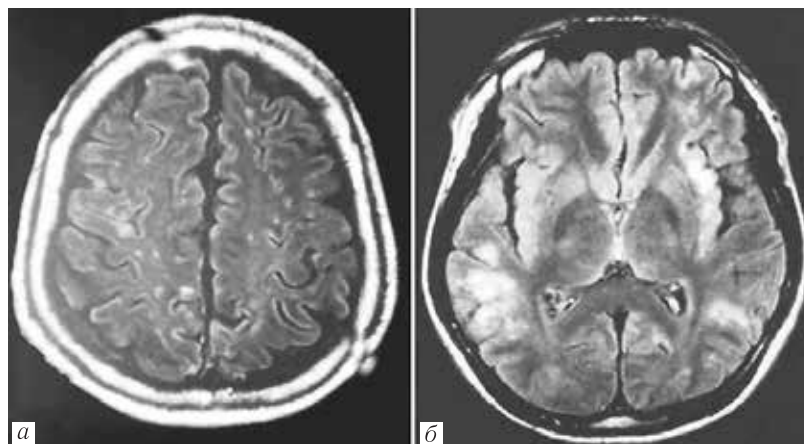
Данные аксиальной МРТ у пациентов с острым (а) и рецидивирующим (б) энцефалитом, вызванным вирусом NiV: а — множественные дискретные гиперинтенсивные очаги в белом и сером веществе пациента с острым энцефалитом; б — сливные поражения, преимущественно затрагивающие корковое серое вещество, у пациента с рецидивирующим энцефалитом, вызванным вирусом NiV [49]
